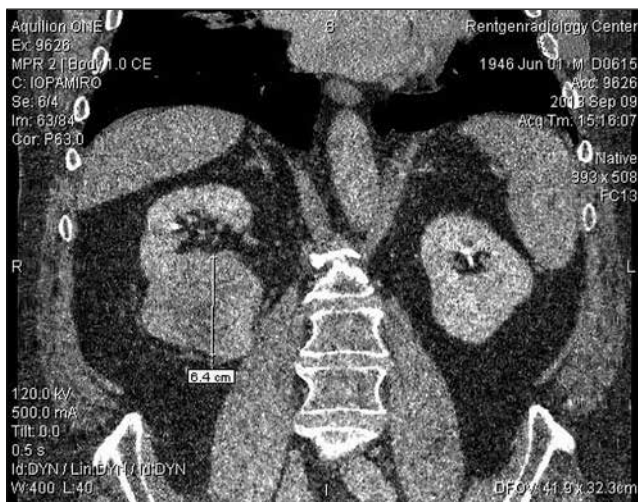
КТ картина в процессе лечения
